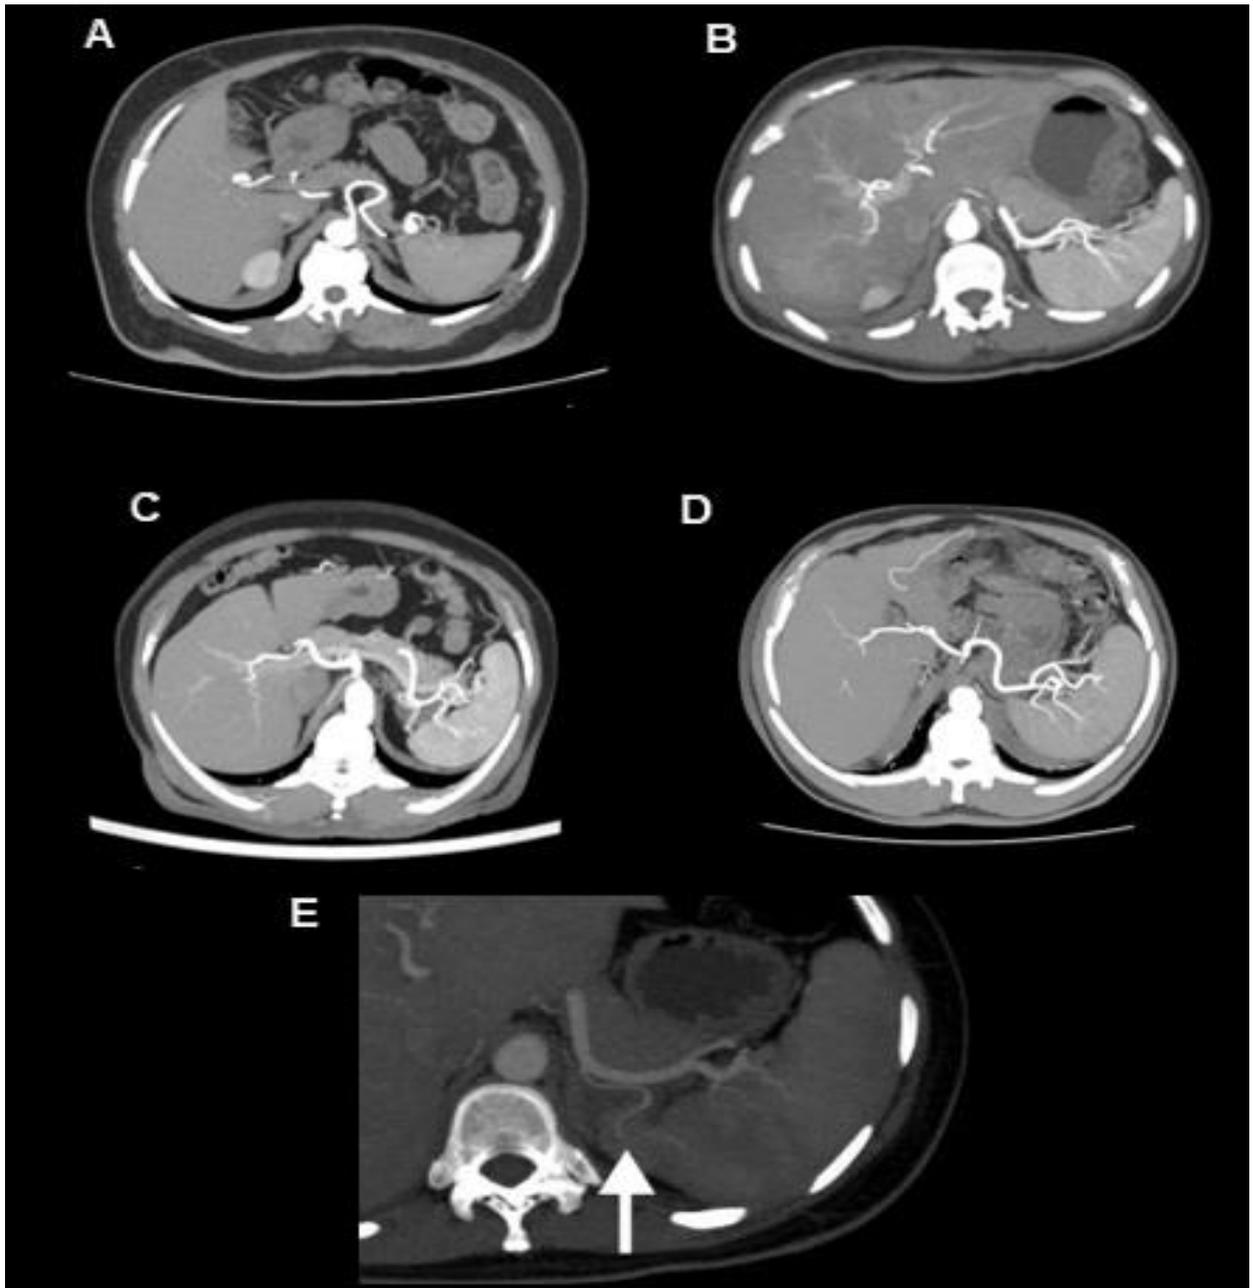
Reconstruções em *Maximum Intensity Projection (MIP)* no plano axial de tomografia computadorizada demonstrando (A) dois ramos terminais, (B) três ramos terminais, (C) quatro ramos terminais, (D) cinco ramos terminais e (E) ramo polar (seta branca).
